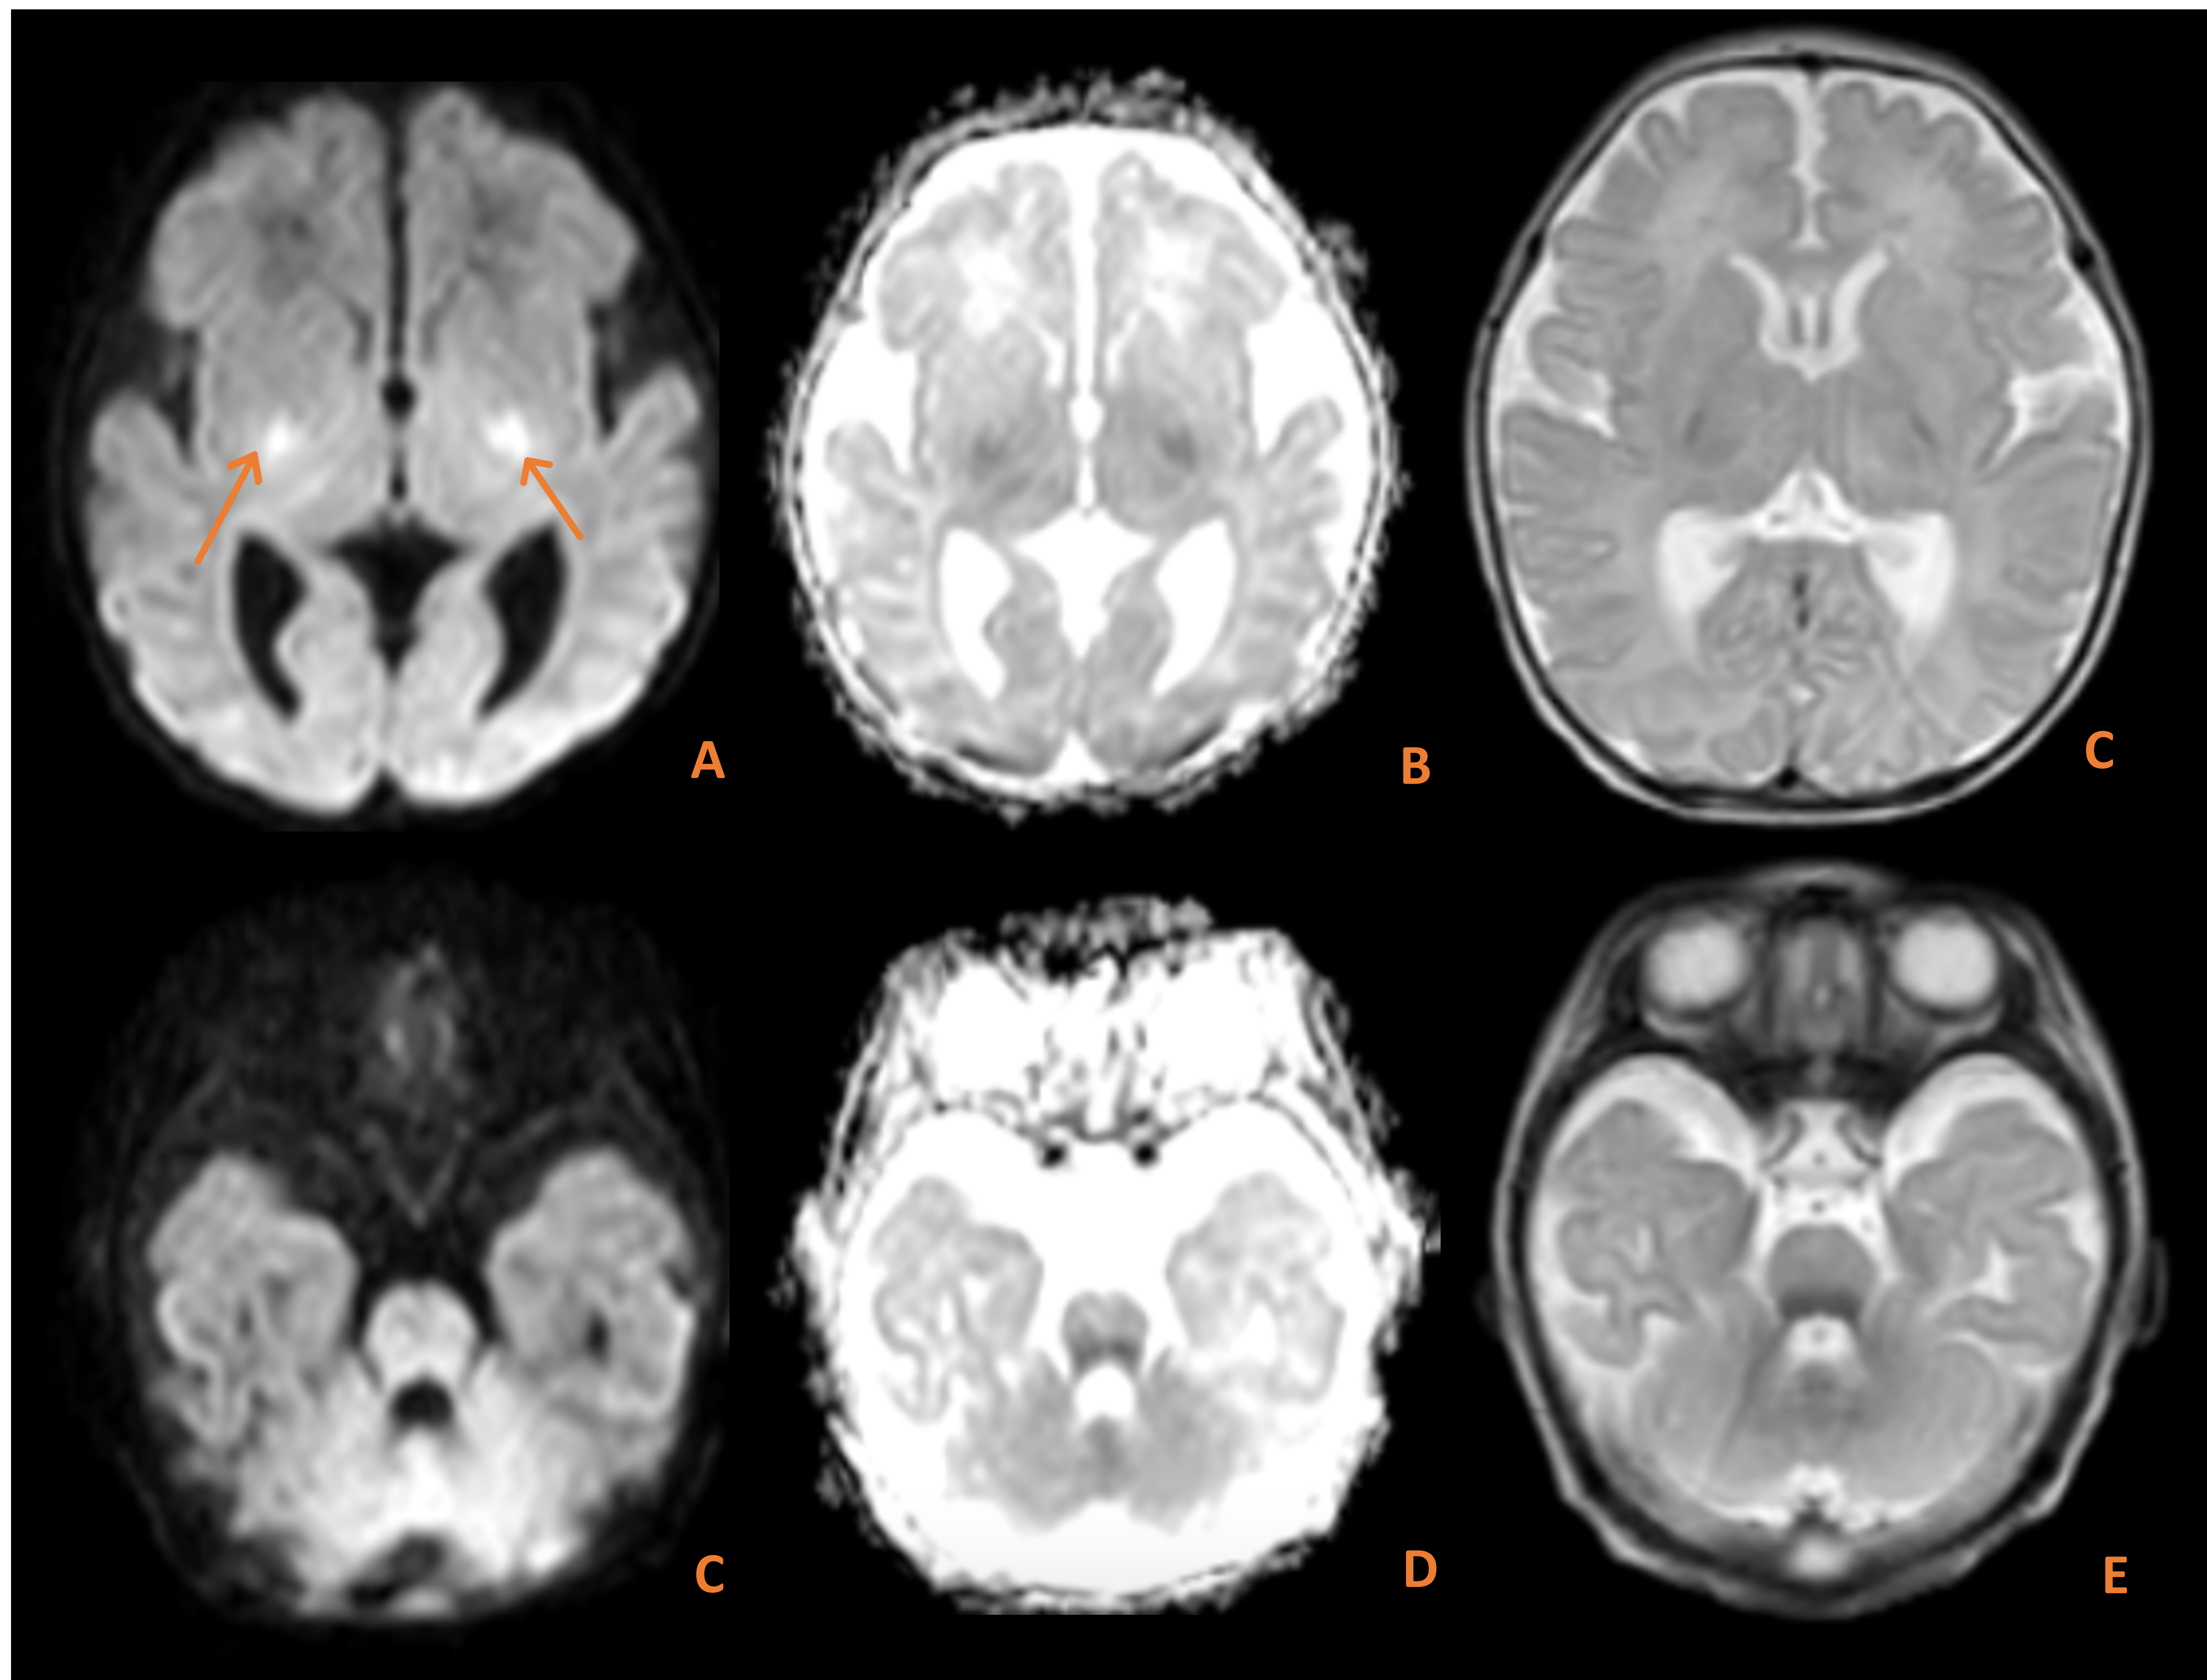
RM realizada a los 25 días de vida después de asfixia perinatal. Extensas áreas de restricción a la difusión en núcleos lentiformes y tálamo ventrolateral (A, B), dorso del tronco de encéfalo y pedúnculos cerebelosos superior, inferior y medio, así como cuerpo medular cerebeloso (C, D). Las áreas descritas muestran hiperintensidad de señal T1 e hipointensidad señal T2 (C, E). Los hallazgos en relación con EHI del neonato en evolución.
